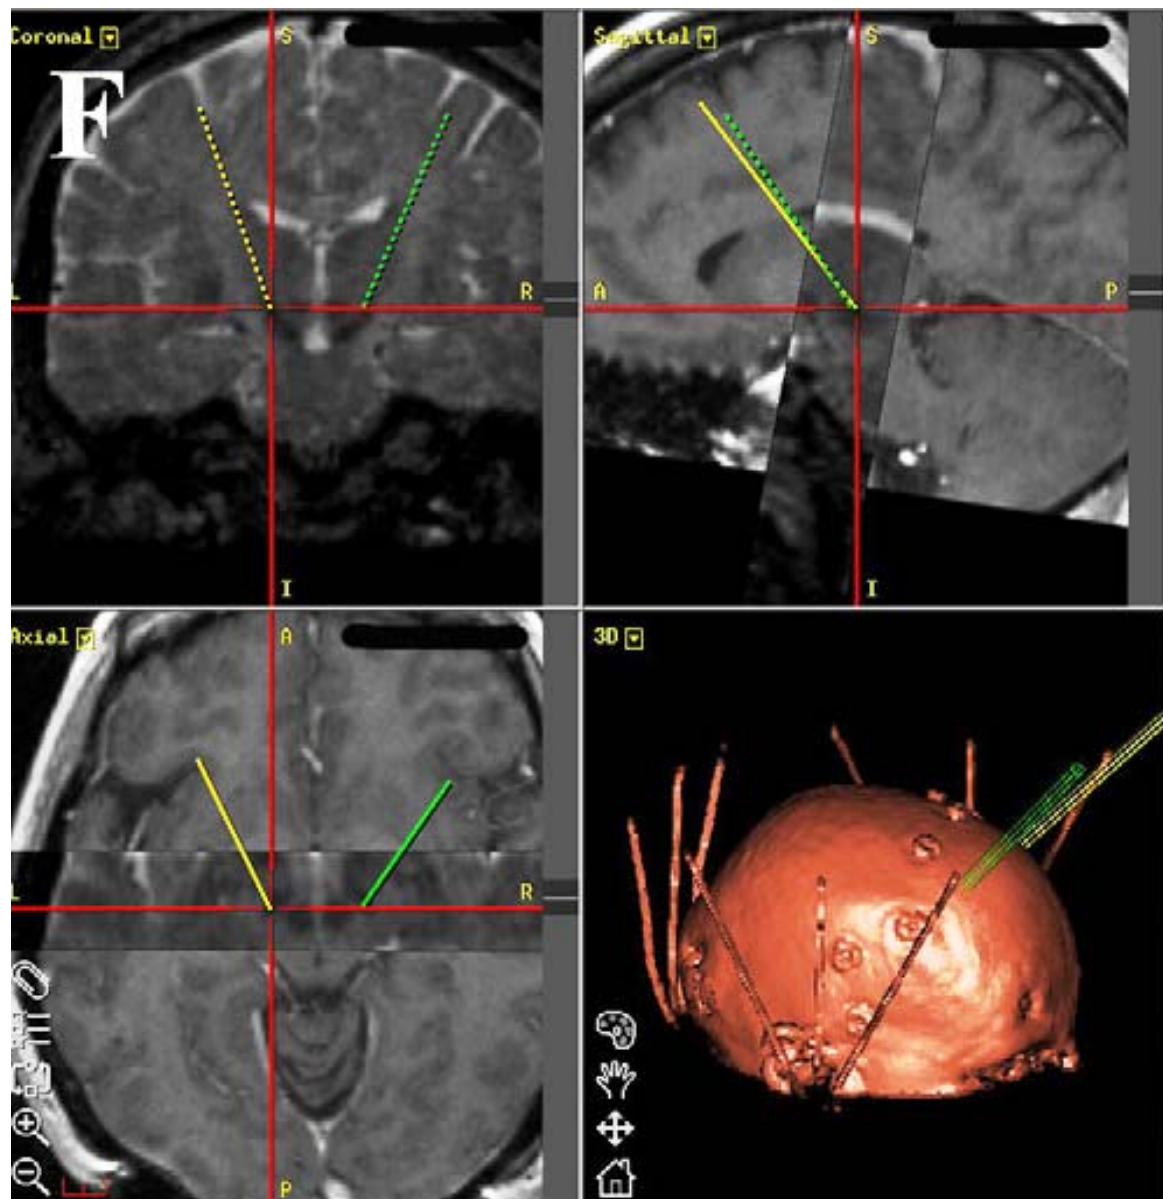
coupe IRM avec analyse tridimensionnelle et intégration informatisée des données.
